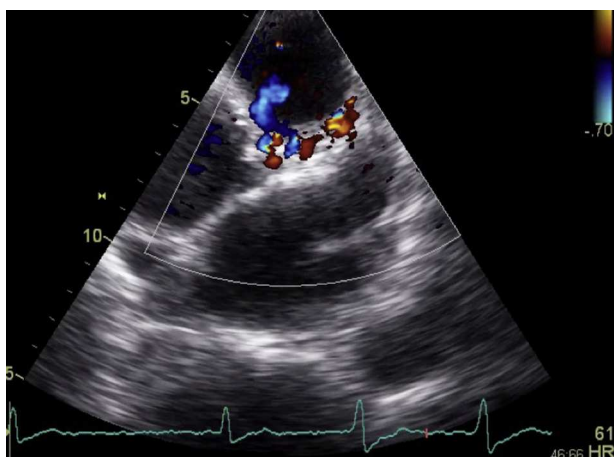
Ecocardiograma transtorácico (plano paraesternal, eixo curto): com Doppler cor aplicado ao trajeto do tronco comum/artéria descendente anterior visualizam-se múltiplas regiões de fluxo turbulento, em relação com ramificação da fístula nesta localização.
